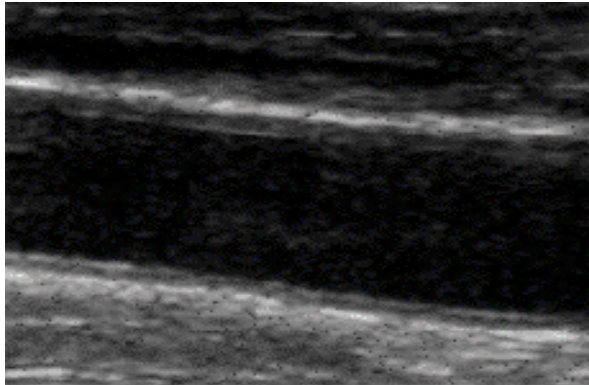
Sonographische Darstellung der A. Brachialis⁸⁵
